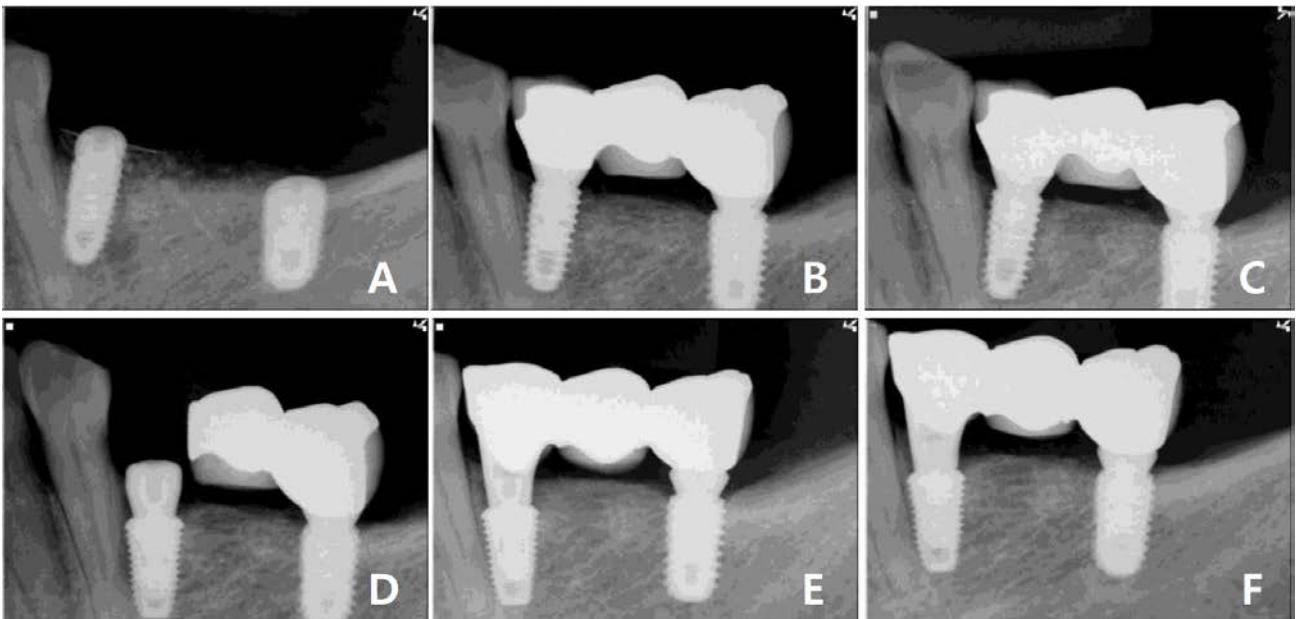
(A) Periapical radiograph after implant placement. Root surface was invaded directly by implant. (B) Periapical radiograph 4 months after implant placement. (C) Periapical radiograph 12 months after implant placement. Peri-implant bone loss and mobility were developed. (D) The mobile implant was removed and replaced immediately after 13 months. (E) Periapical radiograph 3 months after re-implantation. (F) Periapical radiograph 12 months after re-implantation. Marginal bone level was stable around the implant. The invaded root surface was repaired.
